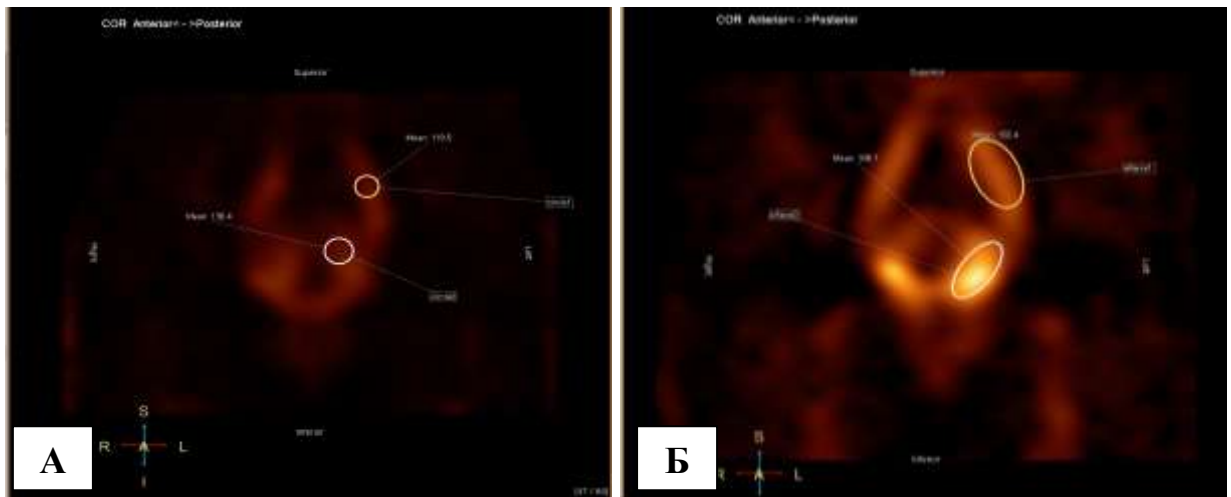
Радионуклидная томограмма пациенток с ВБТ: А – III степень ТВП, коэффициент ТВП = 1,14; Б – IV степень ТВП, коэффициент ТВП = 2,17.
